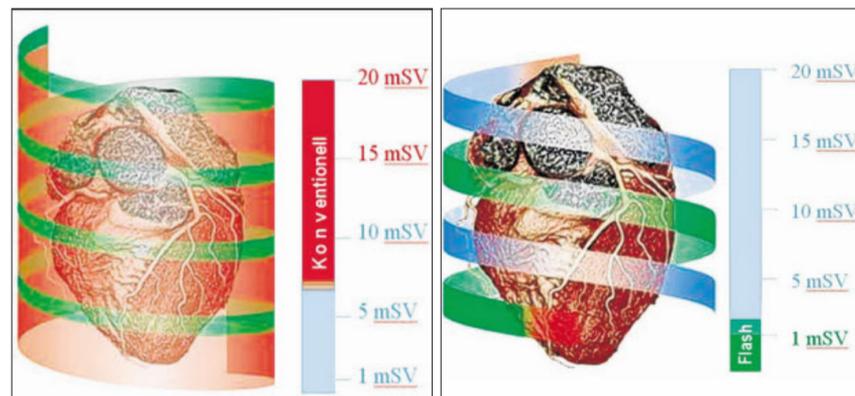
Die bisherige Herz-CT-Untersuchung beispielsweise am 64-Zeilen-CT erfordert eine stark überlappende Datenerhebung und bedingt daher eine hohe Strahlenbelastung (linke Abbildung). Die neue FLASH-Cardio-CT-Untersuchung erlaubt eine ultraschnelle Datenerhebung in oft nur 0,25 Sekunden mit nur einem Bruchteil an Strahlenbelastung (siehe Abbildung rechts).
